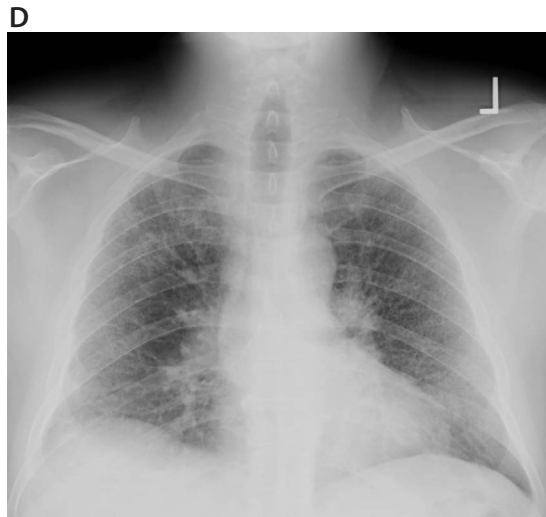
19 Radiografie toracică pe care se vizualizează opacități nodulare reticulare, bilaterale, cu volume pulmonare mici, care corespund pneumoniei interstițiale uzuale (PIU) la examenul morfopatologic. Din punct de vedere clinic, denumirea PIU este folosită alternativ cu cea de fibroză pulmonară idiopatică (FPI).
